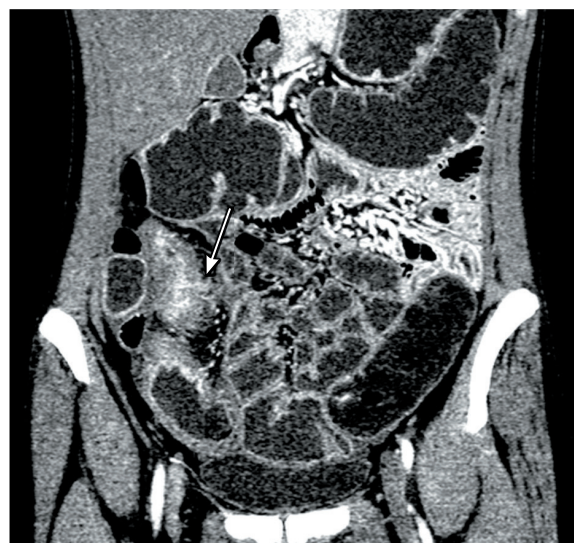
Мультиспиральная компьютерная томография, артериальная фаза, реконструкция в коронарной плоскости. Щелевидная язва в стенке подвздошной кишки (стрелка)
